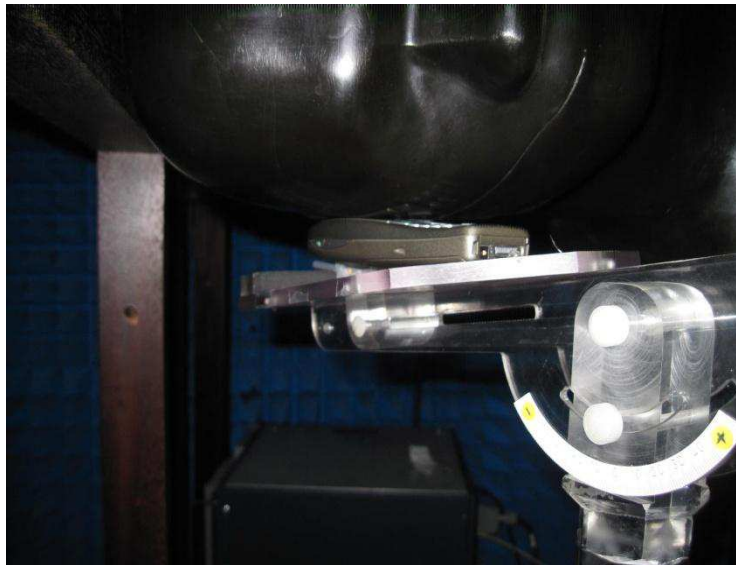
Position du téléphone pendant l'expérimentation selon les normes de CENELEC EN 50361. Le téléphone a été attaché au casque de support en plastique pour empêcher d'éventuelles interférences qui pourront se produire entre le métal et les ultrasons d'une part et les radiofréquences d'autre part.
